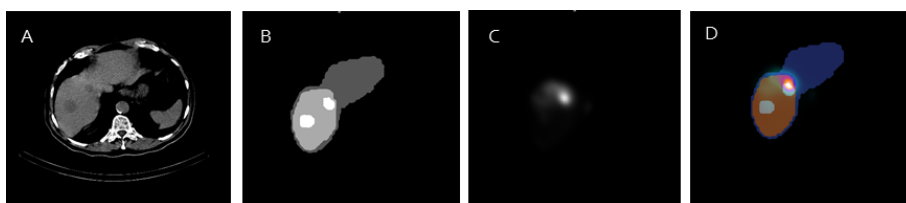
Ejemplo de la heterogeneidad interlesión de la distribución de los  $^{99m}\text{Tc}$ -MAA, correspondiente al paciente 8, en el que se muestra un corte axial de las siguientes imágenes: A) CT de simulación, B) máscaras resultantes de la segmentación de los VOIs, C) SPECT y D) fusión de las máscaras y el SPECT.
